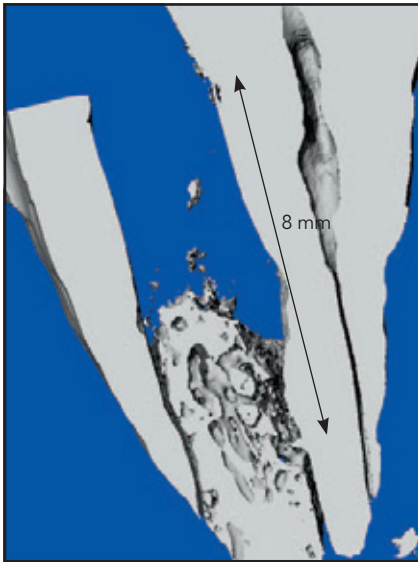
(links) Mikro-CT mit einer Kerbe, die 8 mm von der Schmelz-Zement-Grenze entfernt war. Der Defekt approximal der Wurzeloberfläche ist signifikant mit Knochen ausgefüllt.
